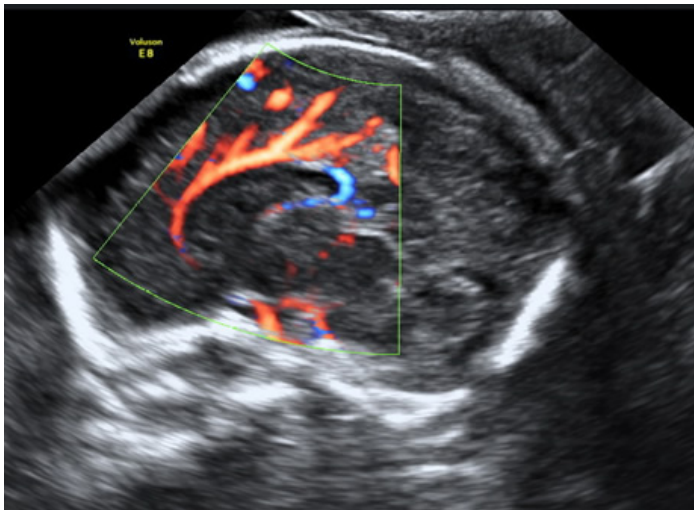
immagine neurosonografica del corpo calloso e dell' arteria pericallosa in un feto a 21 settimane di gestazione
